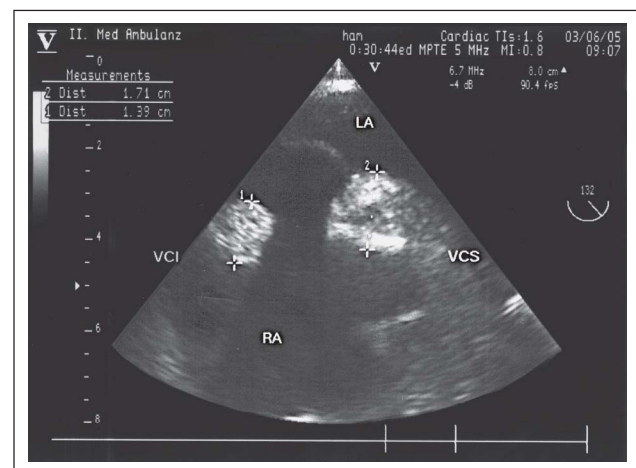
Transösophageale Echokardiographie: unter Valsalvamanöver Vorwölbung („bulging“) der aneurysmatisch ausgeweiteten Fossa ovalis in das linke Atrium (VCI: V. cava inferior, VCS: V. cava superior)
